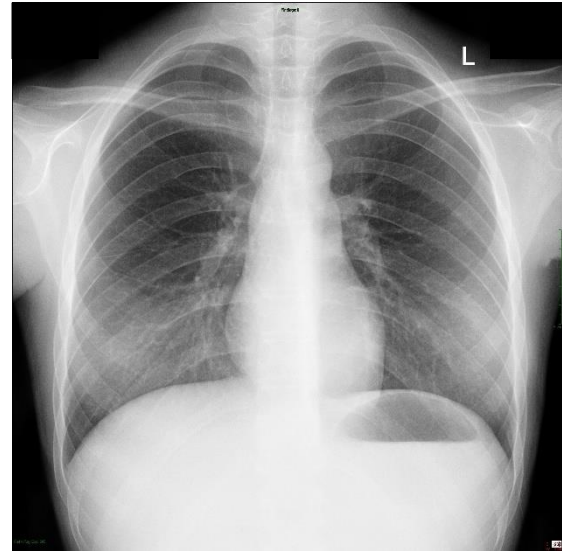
Foto toraks pasien pediatrik TB paru GeneXpert positif dengan gambaran kavitas, yang dapat menyerupai tuberkuloma pada interpretasi radiologis.
